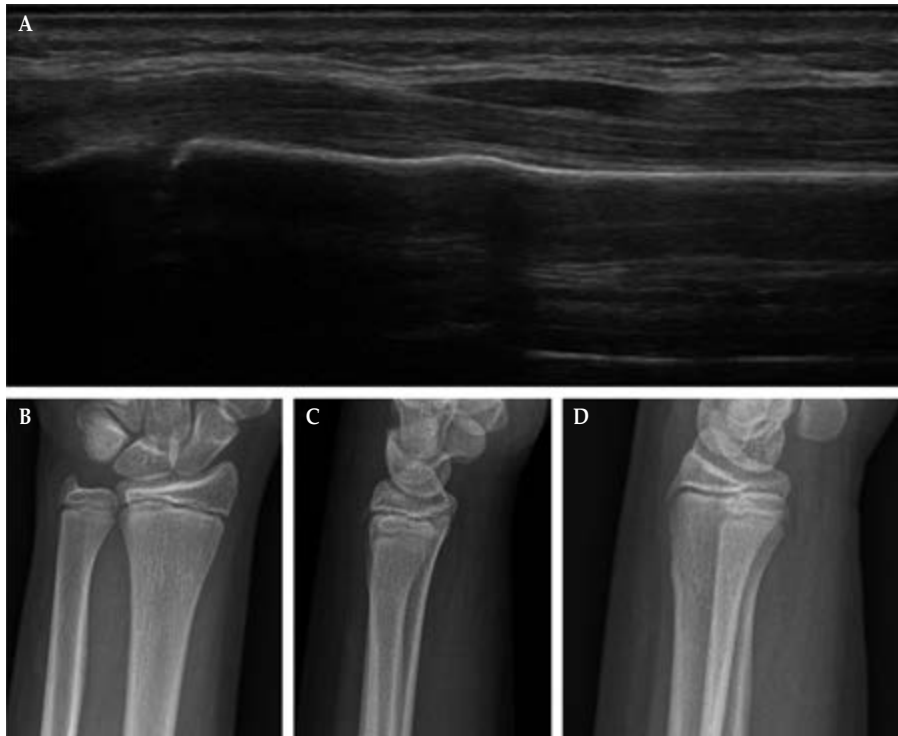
A) Ecografía clínica. B) Rx anteroposterior. C) Rx lateral. D) Rx oblicua.
